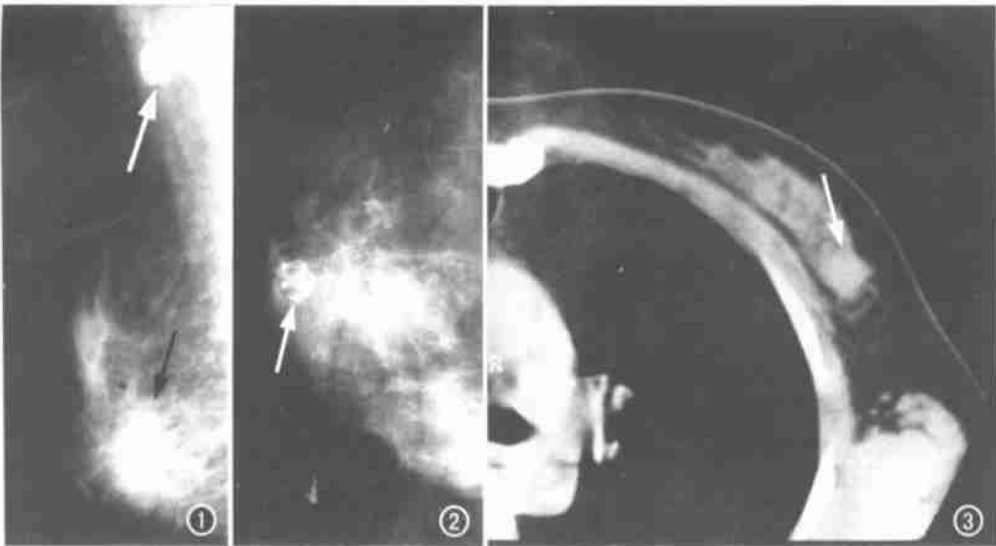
乳腺癌。右乳斜位片示右乳下半部可见一肿块影(黑箭),有毛刺征,并见右腋下淋巴结增大(白箭)。图 2 乳腺纤维腺瘤。左乳轴位片示乳头后一卵圆形肿块影,边界清晰,内有钙化(箭)。图 3 乳腺癌。CT 示左乳外侧显示高密度肿块影(箭),可见分叶征象。
